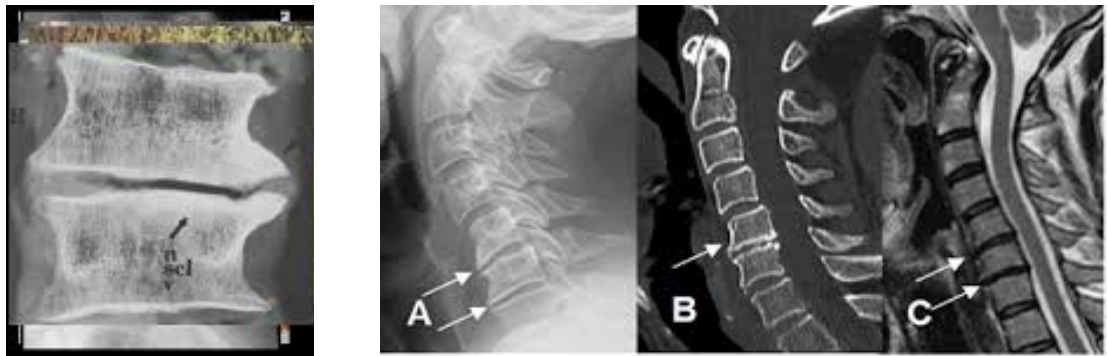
Esclerosis de platillos vertebrales por radiografía y disminución del espacio intervertebral
